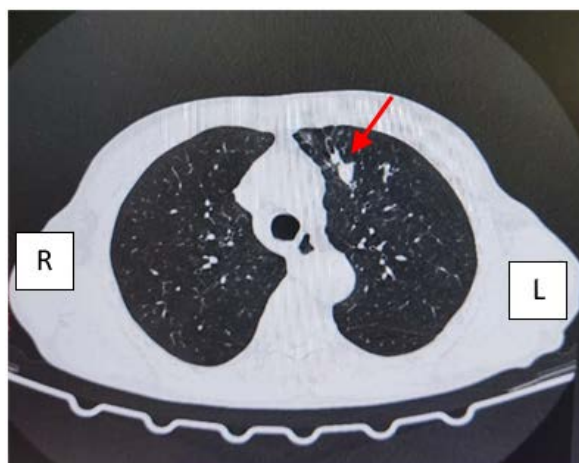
Компьютерная томография органов грудной клетки. В S3 слева мелкоузелковые уплотнения паренхимы.
